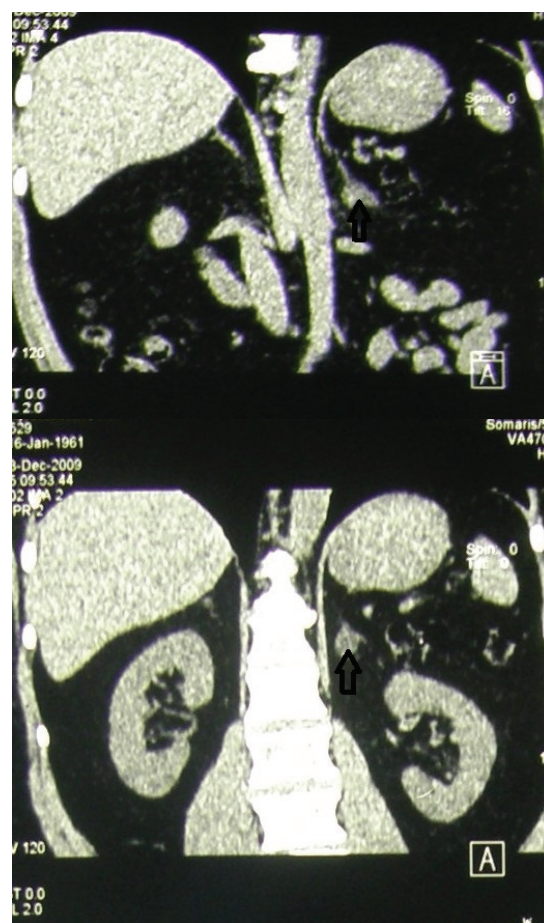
Компьютерная томограмма: а) увеличенный с неоднородной структурой левый надпочечник без контрастного усиления; б) после контрастирования - округлое образование медиальной ножки левого надпочечника.
